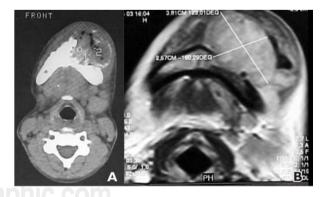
Tomografía axial computarizada, masa tumoral expansiva, con destrucción ósea en maxilar inferior izquierdo y osteólisis central. Figura 2B. Resonancia magnética nuclear, lesión tumoral en mandíbula hacia el hemicuerpo izquierdo, que se extiende a partes blandas.
